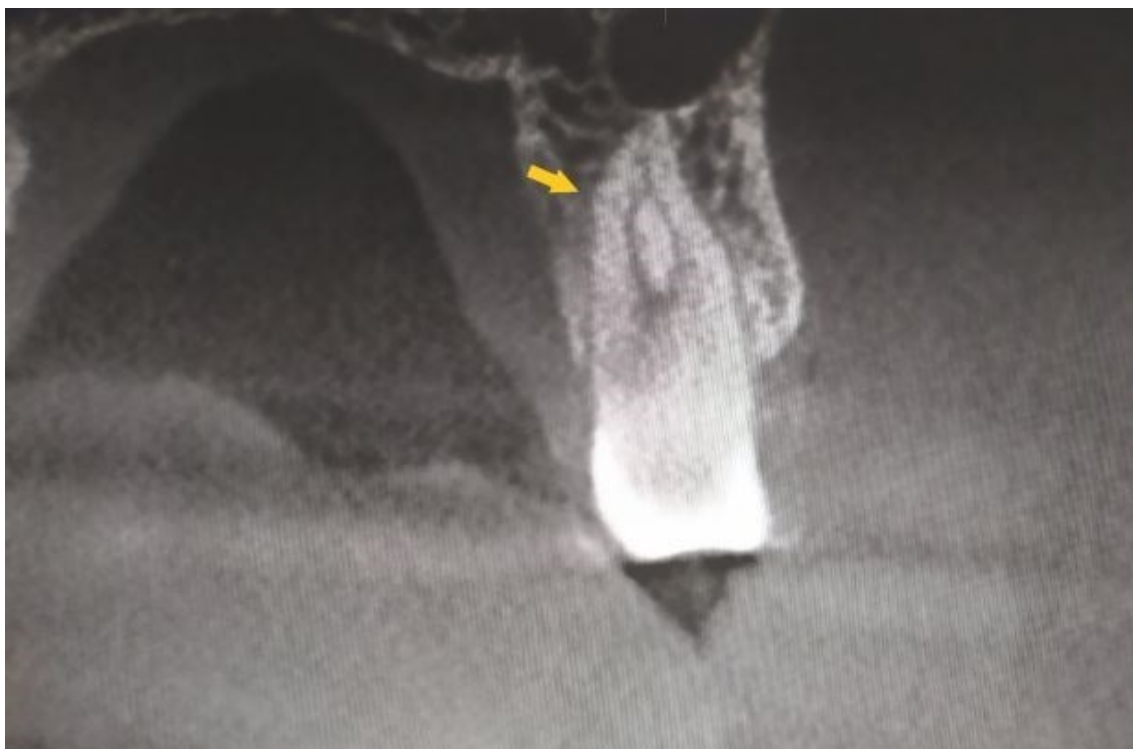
Corte sagital de imagem CBCT; a seta amarela indica um canal acessório no terço apical.
